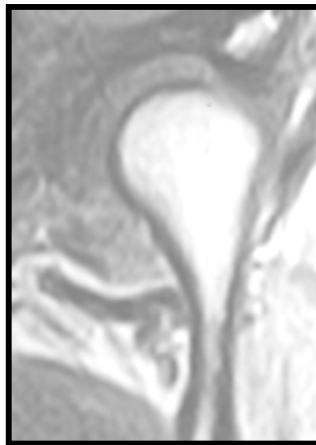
IMAGEN DE RESONANCIA MAGNÉTICA. Muestra un desplazamiento medial en un caso con desplazamiento de disco anterior con reducción<sup>37</sup>
